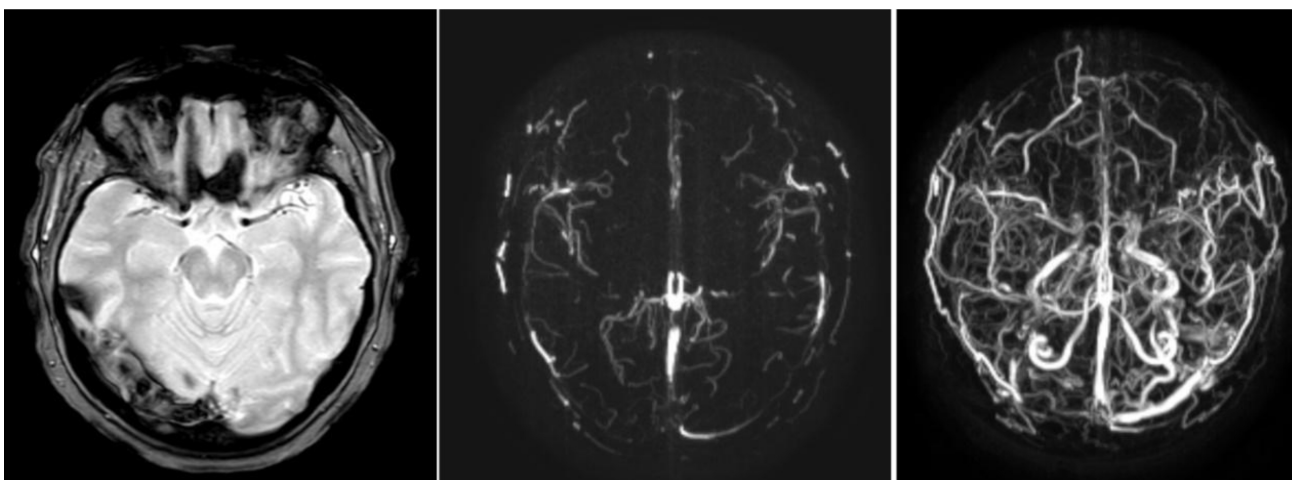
Venografía por RMN. A la izquierda: Secuencia T2-GRE. Se observa imagen heterogénea en región de seno venoso transversal derecho, correspondiente a los distintos estadios evolutivos de la enfermedad. En las otras dos imágenes, se observa el defecto de relleno correspondiente.
